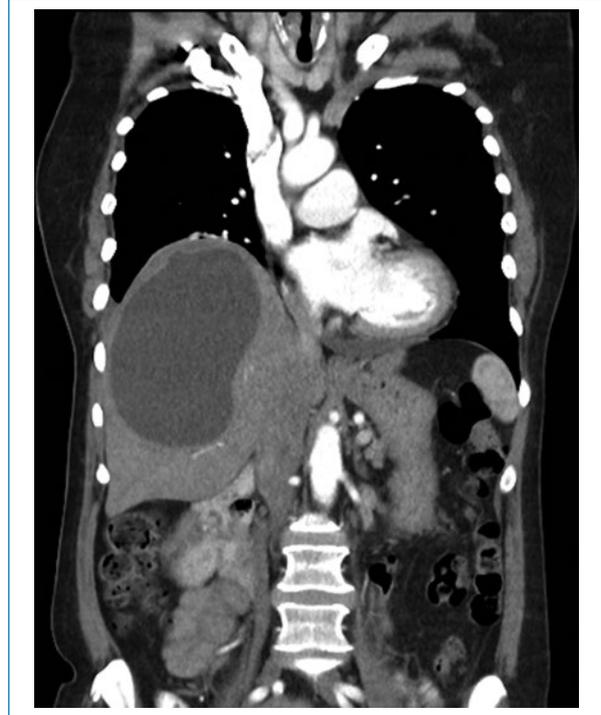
Tomografía computada de abdomen de la paciente de la figura 3, corte coronal con contraste. Imagen quística de aspecto simple en el parénquima hepático. Estudio microscópico: tejido hepático con cápsula consistente de quiste hidatídico. Gharbi I-CE1.
